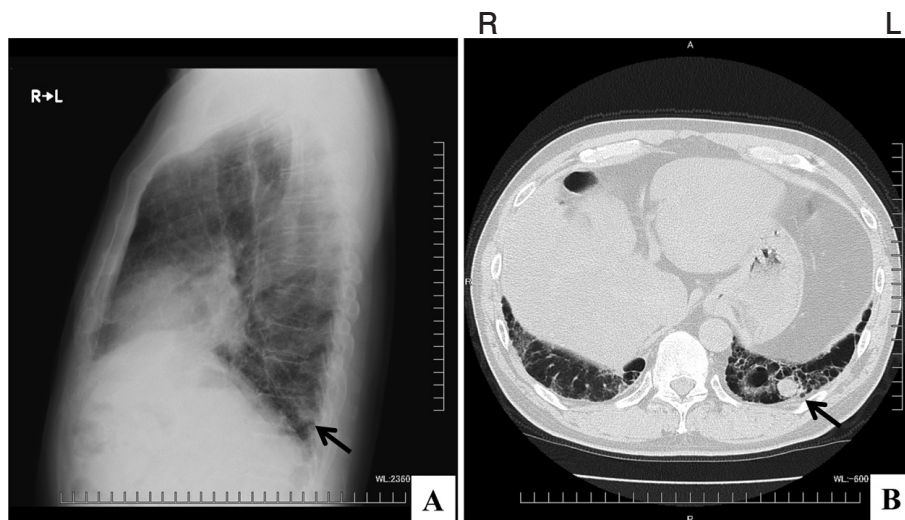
Chest X-ray and Chest computed tomography (CT)
